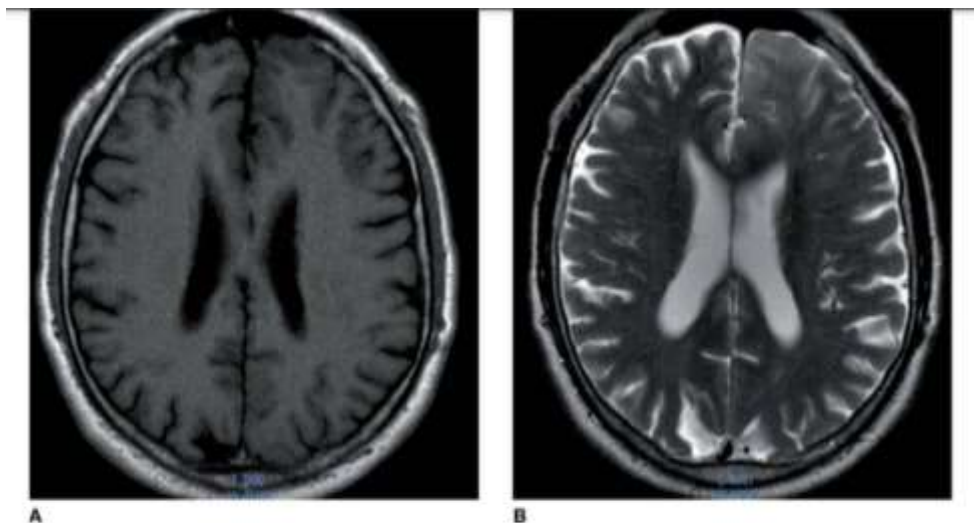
A, RM en corte axial en T₁ con zona hipointensa frontal izquierda medial e hiperintensa en T₂, (B), correspondiente a un oligodendroglioma. (Por cortesía del Dr. Barinagarrementeria.)
